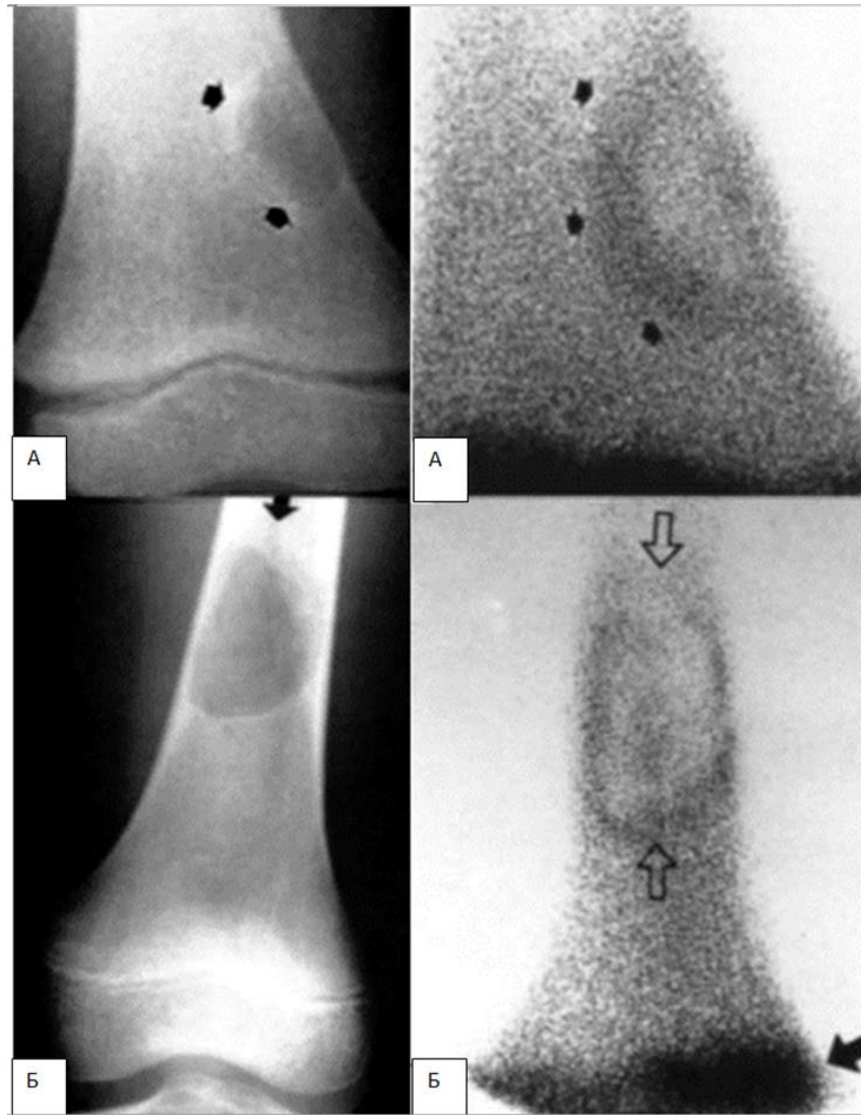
ОПМММ и і солітарна кісткова кіста Фрагменти рентгенограм стегнової кістки у прямій проекції й ОСГ різних пацієнтів. До диференціальної діагностики осередків перебудови: А – осередок перебудови в місці прикріплення великого привідного м'яза – РФП ( $^{99m}\text{Tc}$ ) слабо і широкою зоною накопичується за периферією вогнища; Б – солітарна кісткова кіста – кістка злегка роздута, кортикальний шар рівномірно витончений, оточуюча кісткова тканина не змінена, що підтверджують дані ОСГ (за Bank Y.-W.). Чорна стрілка вказує на фізіологічне накопичення РФП в дистальному епіфізі стегнової кістки.
